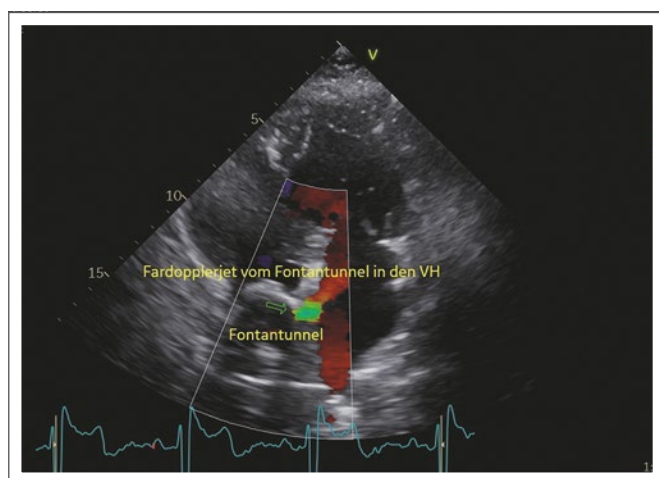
Gleicher Pat. wie in Abb. 7, mit Farbdoppler: Während der Fontan-Operation wird absichtlich meist eine kleine Fenestrierung zwischen Fontan-Tunnel und Vorhof geschaffen, die dann später interventionell verschlossen wird. Falls diese offen bleibt, kann man im Farbdoppler oft einen Jet darstellen (und dann Gradienten messen).
